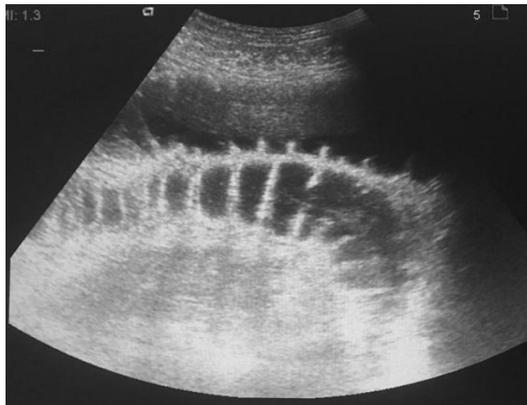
УЗИ органов брюшной полости: отек стенок тонкой кишки с паретическим расширением просвета
